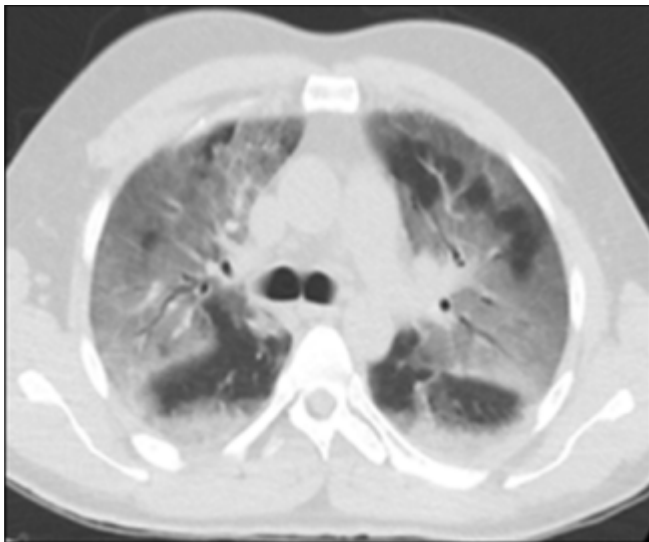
Neumonitis por Hipersensibilidad: Masculino de 40 años, sin antecedentes patológicos previos, se presenta con fiebre, mialgia, cefalea, tos y disnea de 4 hs. de evolución. Al examen físico presenta roncus y sibilancias a predominio bibasales. TC: áreas parcheadas de patrón en vidrio esmerilado que alternan con áreas de atrapamiento aéreo conformando patrón en mosaico.
